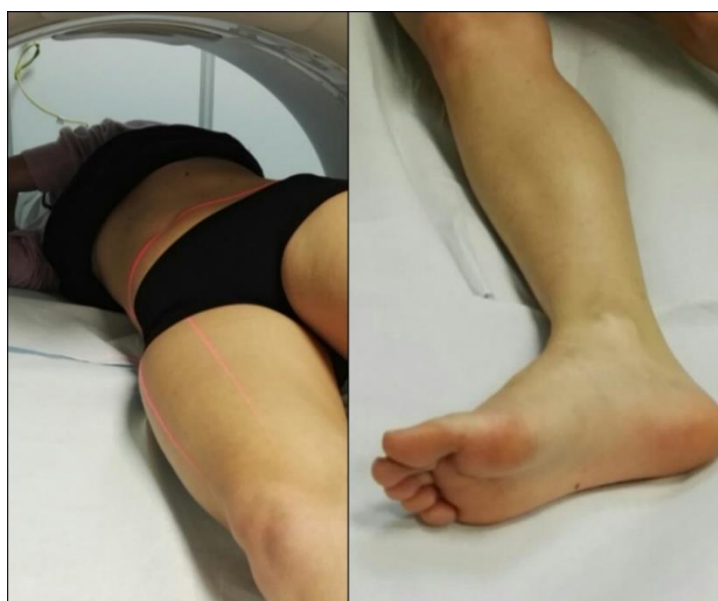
Riadattamento in CT della posizione del falso profilo di Lequesne
